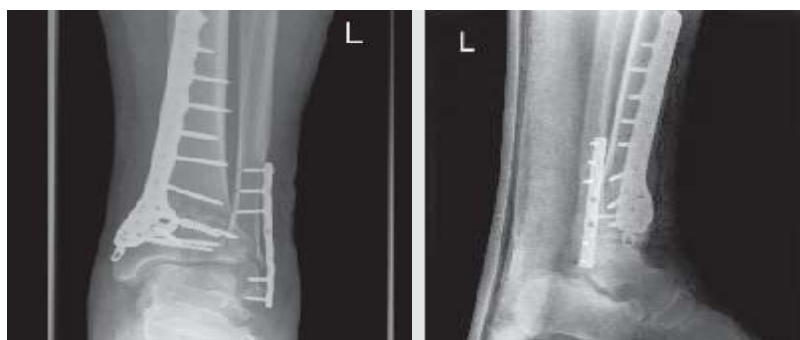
Рентгенограммы в послеоперационном периоде.
